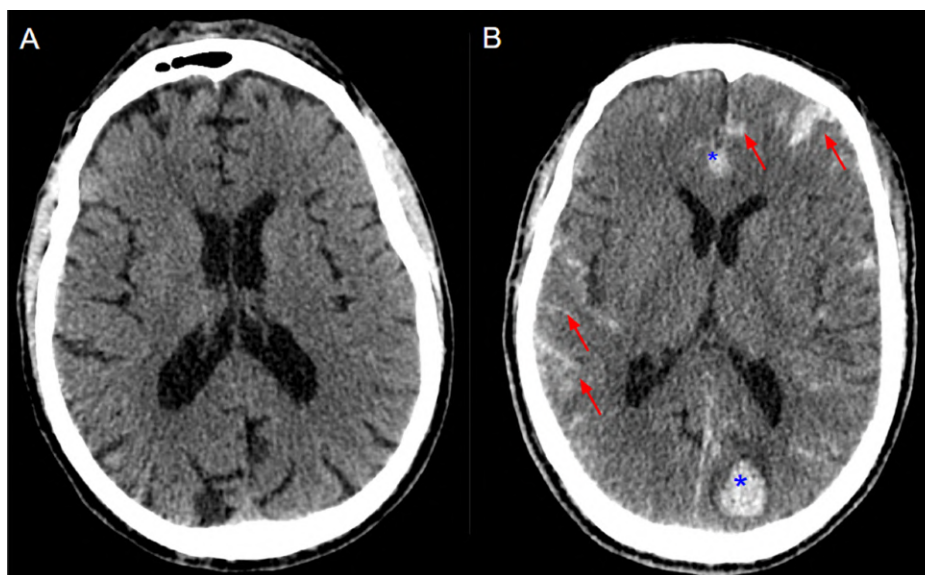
Ejemplos de tomografía computarizada (TC) por sospecha de lesión traumática intracraneal. A) Ausencia de lesión traumática intracraneal en un paciente de varón de 53 años, no anticoagulado ni antiagregado, tras caída accidental desde la propia altura. Se aprecia una adecuada diferenciación entre la sustancia gris y blanca, sistema ventricular de tamaño y configuración normales. En este caso la dosis de radiación aproximada (producto dosis longitud) fue de 930,9 mGy*cm. B) Lesión traumática intracraneal tras traumatismo craneoencefálico moderado en un varón de 73 años. Se observa una hemorragia subaracnoidea extensa que afecta a surcos de la convexidad hemisférica bilateral, con extensión falciana (flechas). También se aprecian focos contusivos hemorrágicos por delante de la porción anterior del cuerpo calloso y parietooccipital posterior izquierdo (asteriscos).
